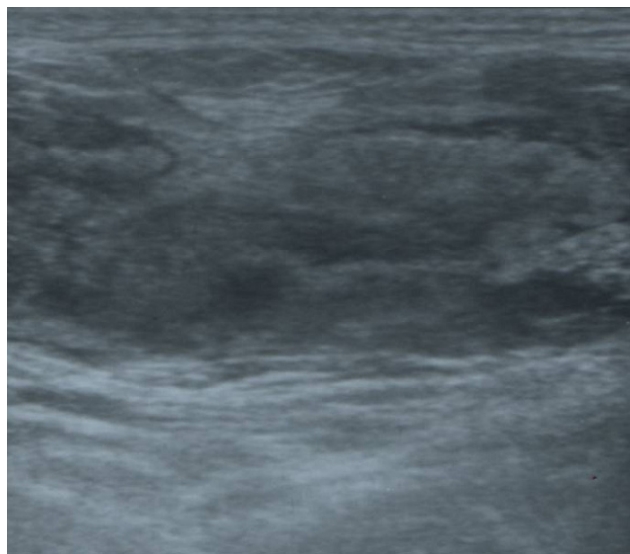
Ultrasonography shows increased echogenicity and geographic peripheral marginal echogenic lesion in right thigh.
